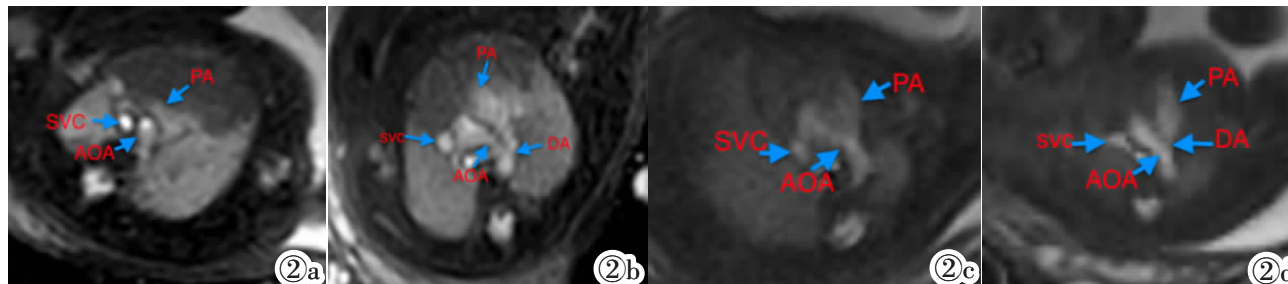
胎儿 MRI BSSFP 序列主动脉弓层面。图 2a: 孕 32 周, 单时相主动脉弓层面; 图 2b: 孕 32 周, 三时相主动脉弓层面; 图 2c: 孕 28 周, 单时相主动脉弓层面; 图 2d: 孕 28 周, 三时相主动脉弓层面。PA: 肺动脉, DA: 动脉导管, SVC: 上腔静脉, AOA: 主动脉弓。
